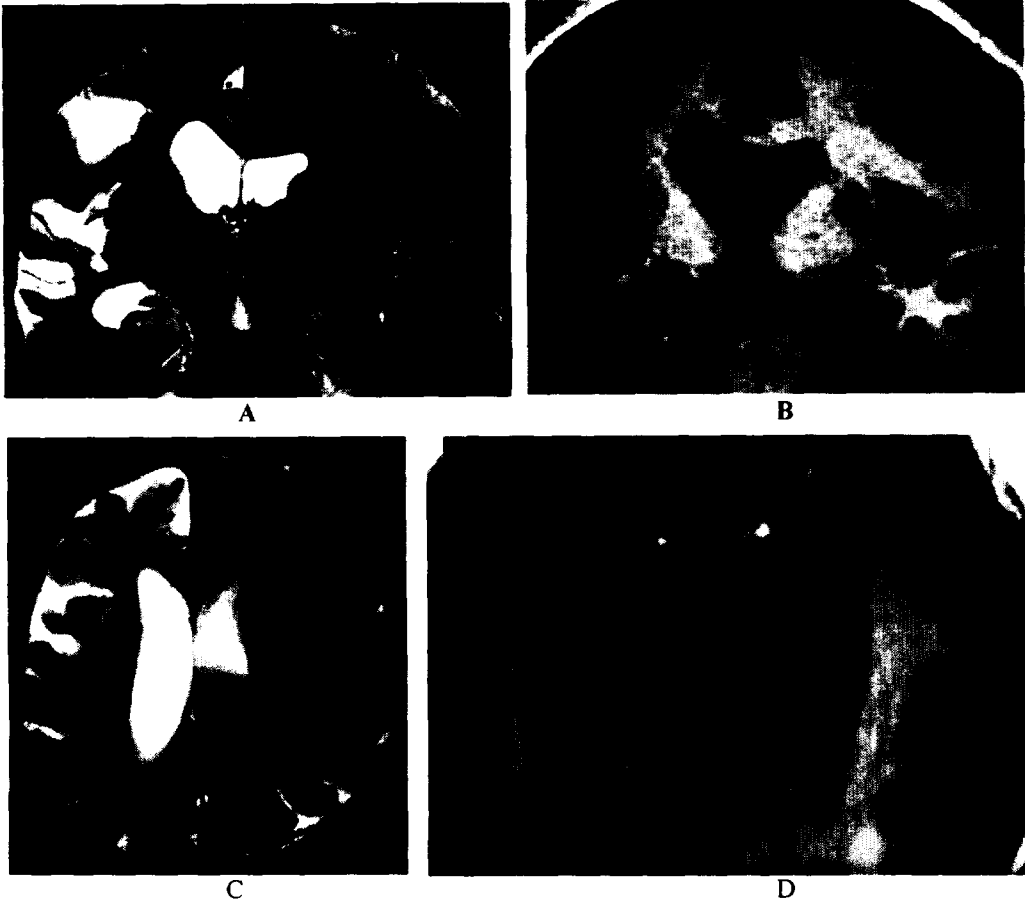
Coronal T2-weighted fast spine-echo MR image shows increased signal intensity and atrophy of right hippocampus(A). Coronal T1-weighted fast gradient recalled MR image shows atrophy of the right mamillary body. Axial T2-weighted fast spine-echo MR image shows atrophy of right cerebral hemisphere and dilatation of right lateral ventricle(C). 3 dimensional fast gradient recalled MR image shows atrophy of right hippocampus and dilatation of right lateral ventricle(D).
